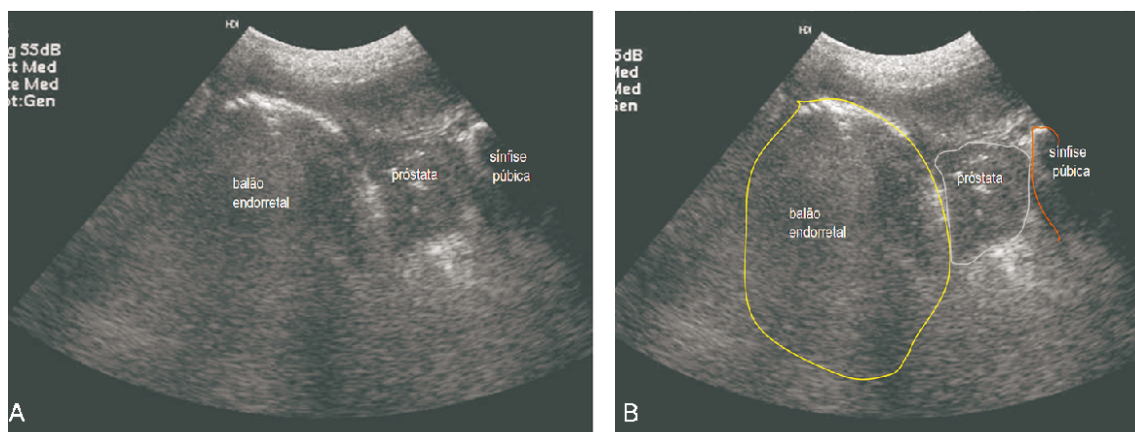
A e B: Monitorização da insuflação do balão endo-retal através da ultra-sonografia por via perineal no plano sagital. A próstata deve ficar comprimida entre o balão e a sínfise púbica.
